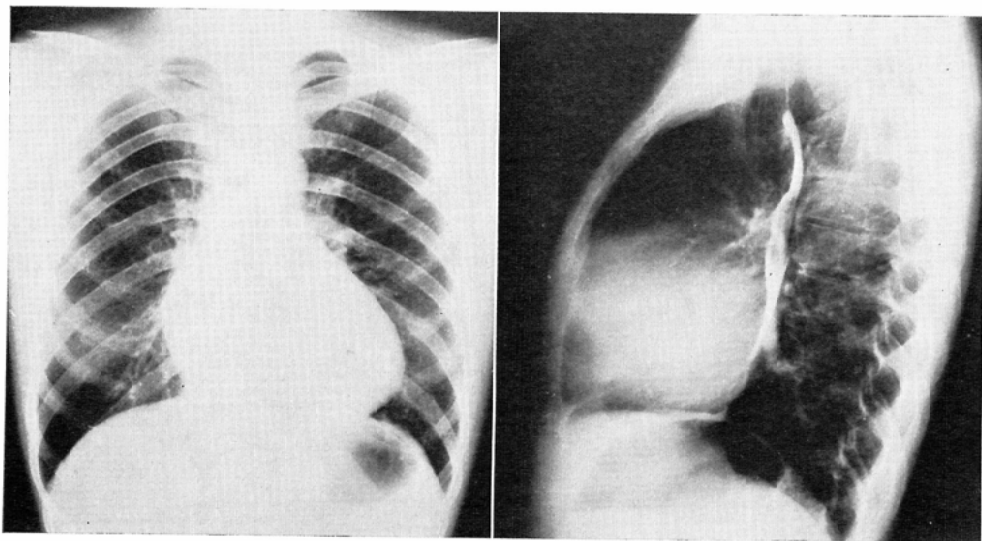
Case 1. Roentgenogram of the chest. Note the mild cardiomegaly and asymmetric thoracic cage.
